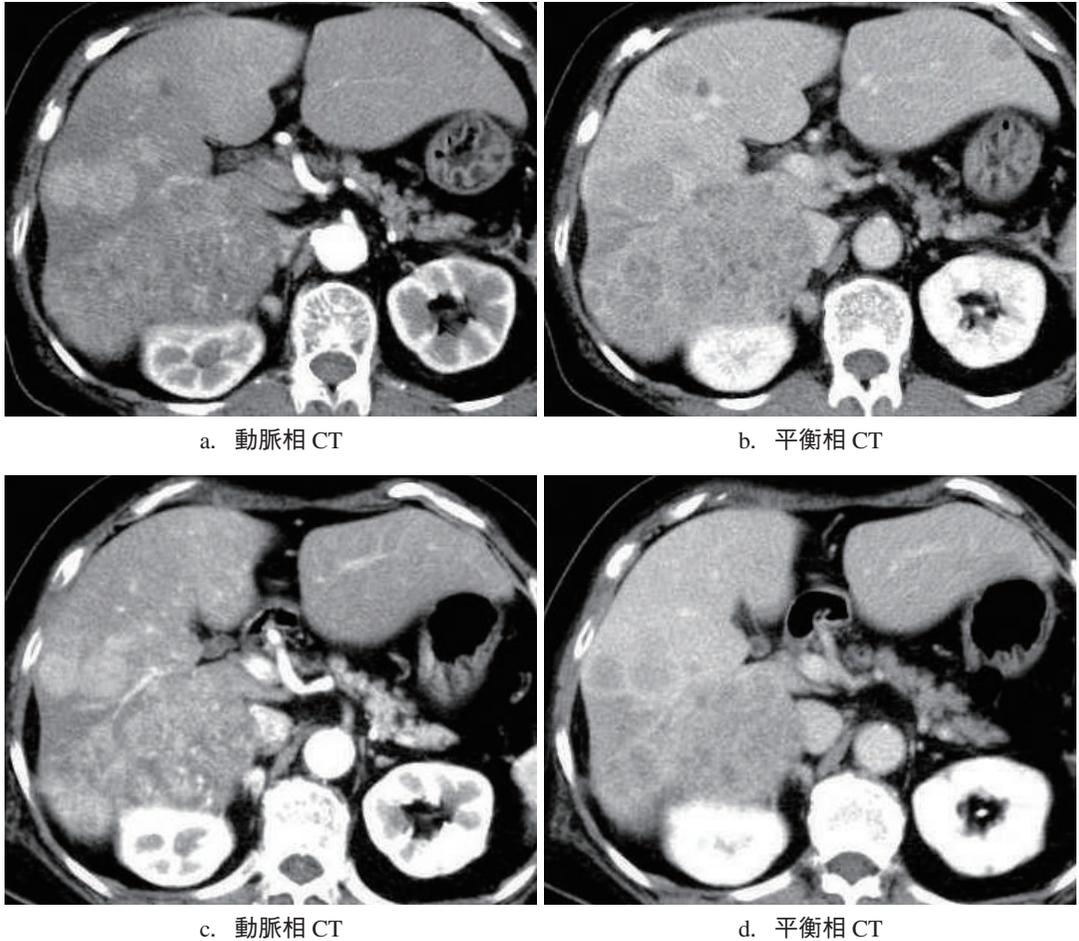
肝ダイナミックCTにおける肝細胞癌（Hepatocellular carcinoma：HCC）の撮像タイミング
